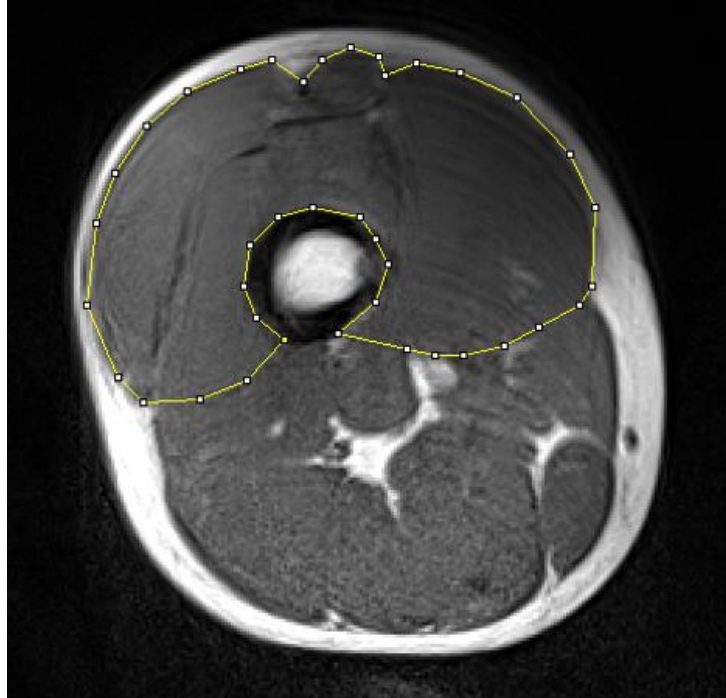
MRI を使用して撮像した右足大腿四頭筋の断面画像．画像解析ソフト (Image J) に取り込み，断面積を算出．
